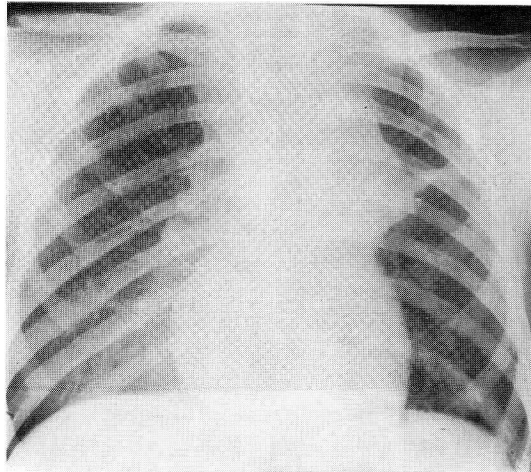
Pulmonary radiography, 1y4m after admission.
